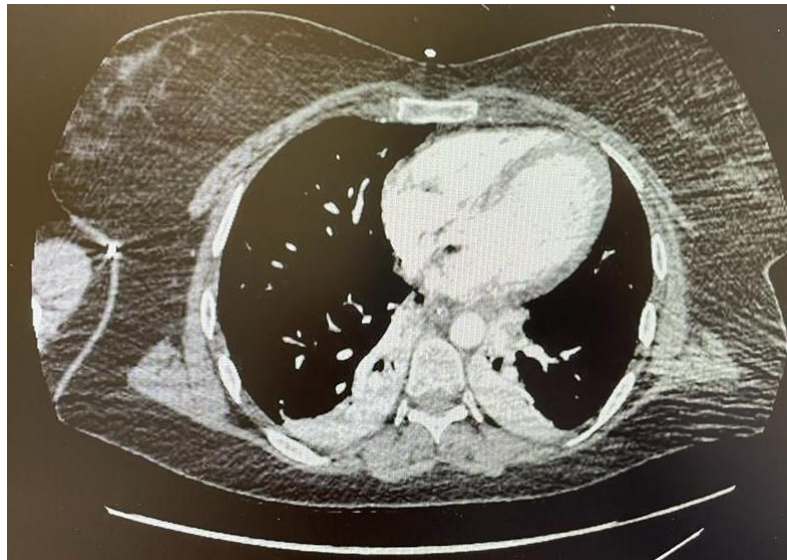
TC de Tórax: atelectasias recidivantes en LII.
